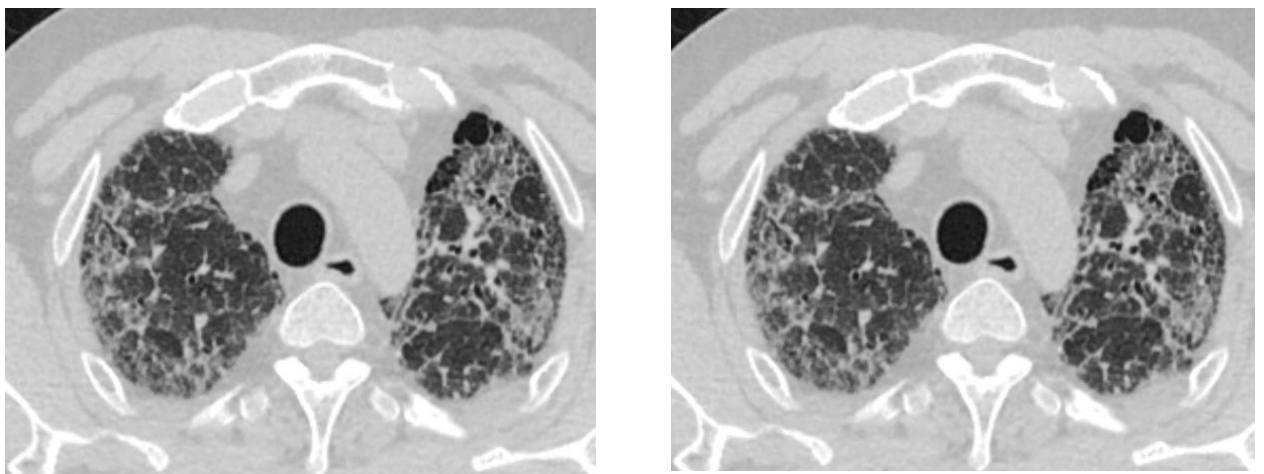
Компьютерная томограмма легких больного Ш. от 17.05.2017 года
